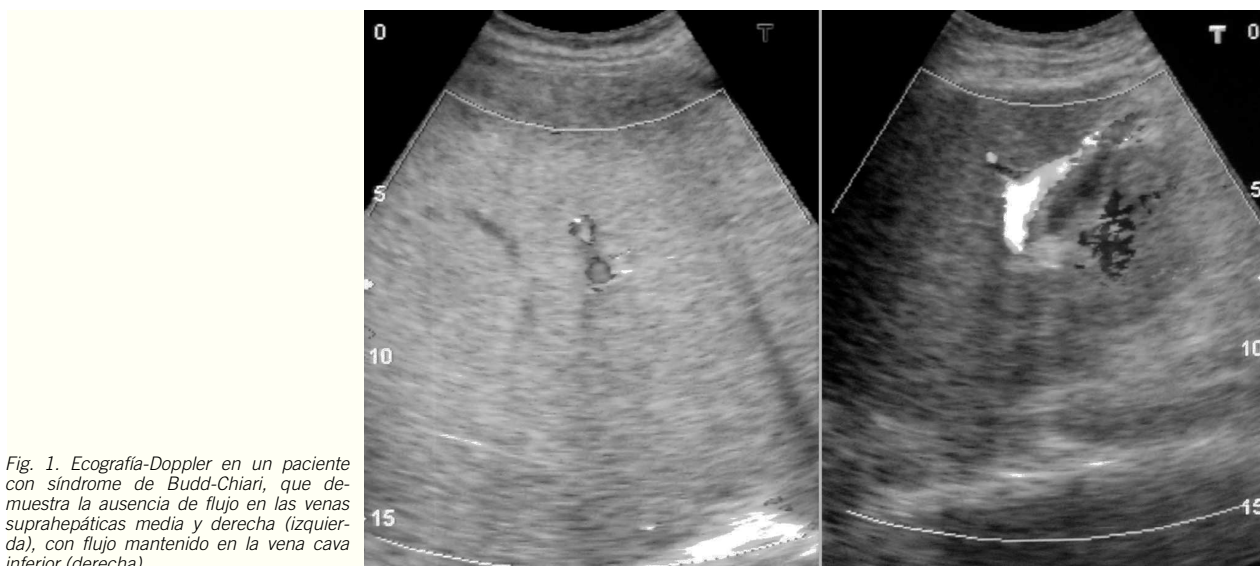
Ecografía-Doppler en un paciente con síndrome de Budd-Chiari, que demuestra la ausencia de flujo en las venas suprahepáticas media y derecha (izquierda), con flujo mantenido en la vena cava inferior (derecha).
